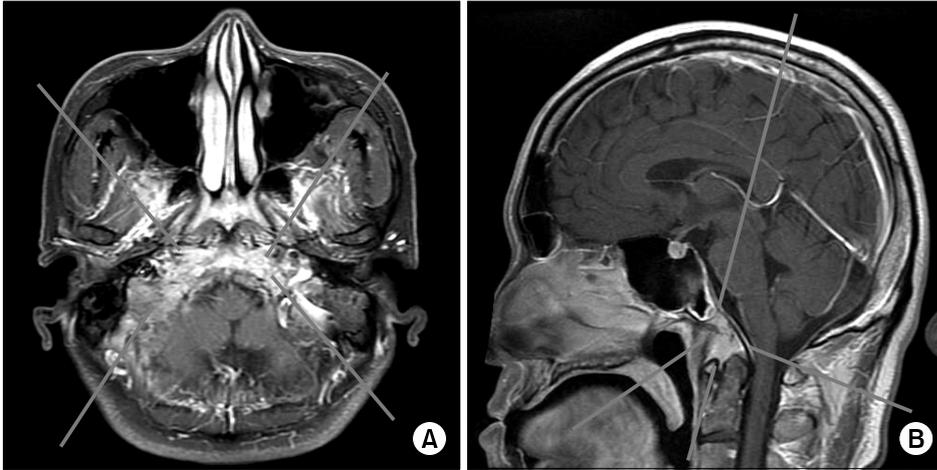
Osteomyelitis involves the left petrous apex, both clivus and skull base. (A) is a T1-weighted fat saturated axial MR image. (B) is a sagittal T1-weighted MR image.
